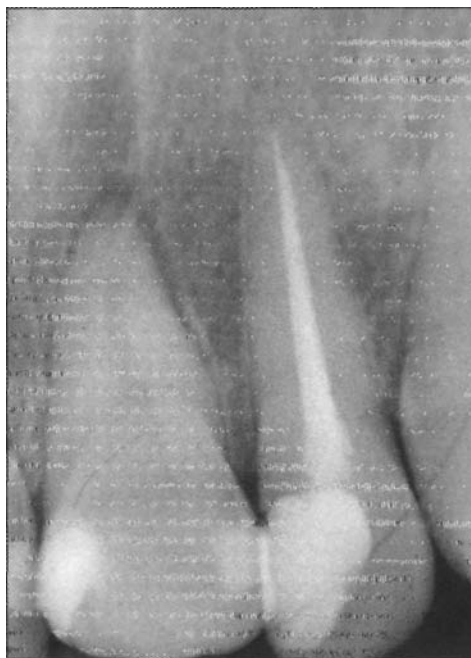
Radiographie rétroalvéolaire (1^{re} incidence) montrant l'espacement ligamentaire plus important dans la région apicale de 21.
